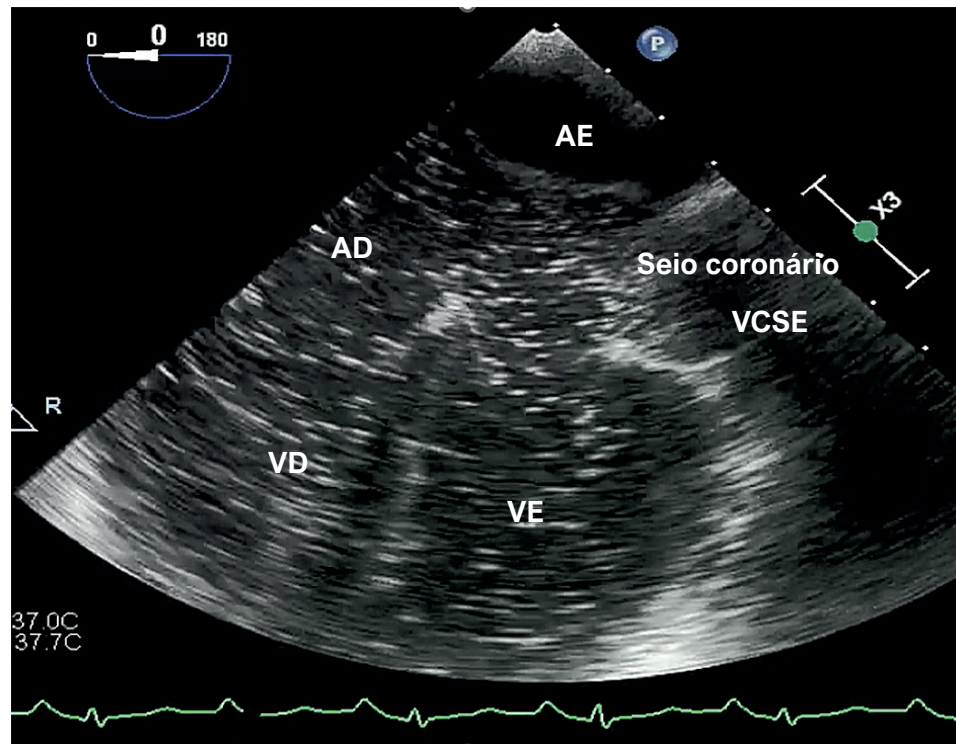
Ecocardiografia transesofágica no plano de quatro câmaras após infusão de contraste com solução salina agitada por acesso venoso periférico em MSE, evidenciando opacificação do seio coronário, da VCSE e do VE, secundária à presença de CIA do tipo seio coronário. AD: átrio direito; AE: átrio esquerdo; CIA: comunicação interatrial; MSE: membro superior esquerdo; VCSE: veia cava superior esquerda; VD: ventrículo direito; VE: ventrículo esquerdo.
